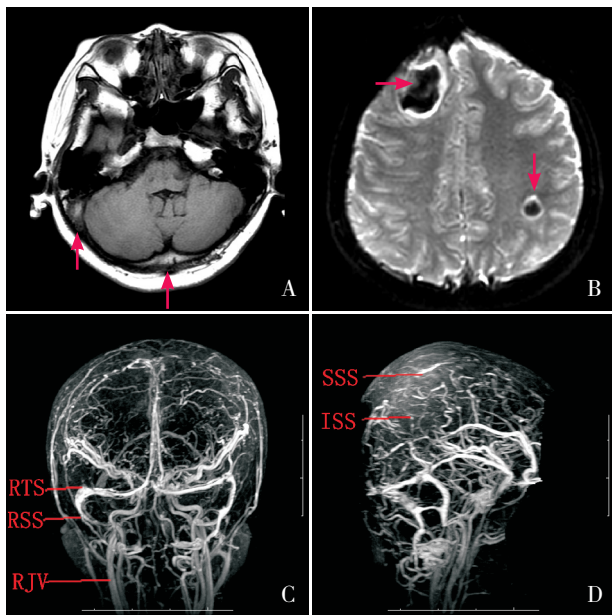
入院第3天头颅MRI和MRV显示静脉窦血栓和急性血肿 A: 右侧横窦和上矢状窦混合信号(箭头所示); B: T2-SE(轴向)示额叶和顶叶出血囊状水肿变化(箭头所示); C、D: MRV示上下矢状窦、直窦、右侧横窦、乙状窦和右颈内静脉线性充盈缺损。SSS: 上矢状窦; ISS: 下矢状窦; RTS: 右侧横窦(横向); RSS: 乙状窦; RJV: 右颈内静脉。
